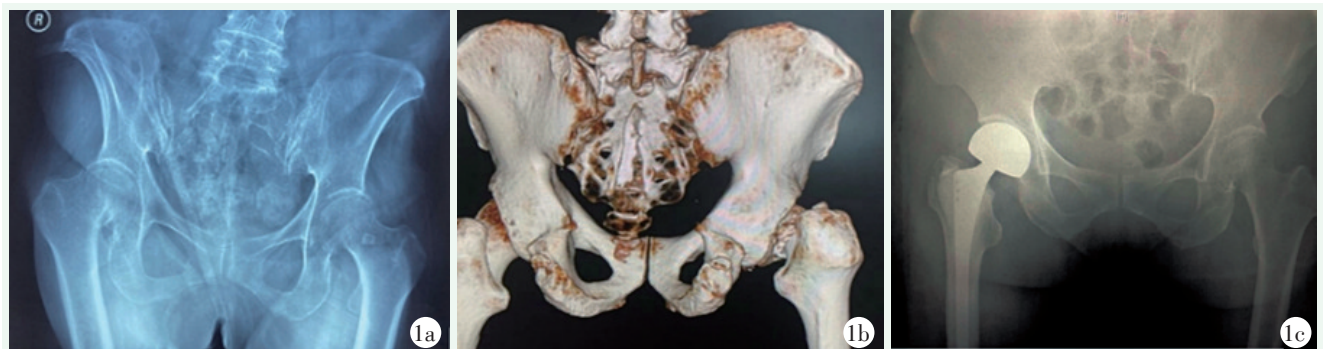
患者女性，81 岁。1a, 1b: 术前 X 线片和 CT 三维重建显示右侧股骨颈骨折；1c: 经前路股骨头置换术后 X 线片示假体位置良好。
